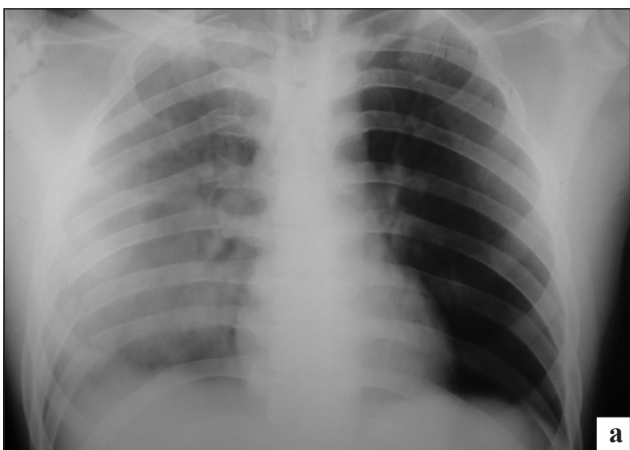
Фото с рентгенограммы пациента Б., 21 год, выполненной в положении лежа на спине (а) и фрагмента компьютерной томографии грудной клетки этого пациента (б)
